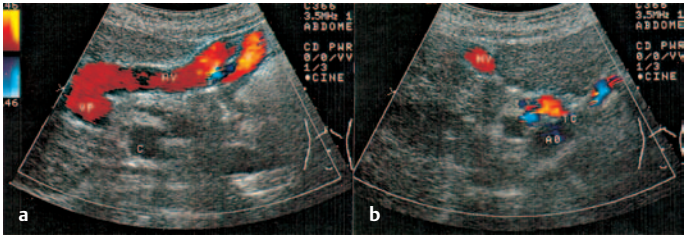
u. b Rekanalisierte Nabelvene/Paraumbilikalvene (NV), ausgehend vom umbilikalen linken Pfortaderast (VP), FKDS: Portosystemische Kollaterale über periumbilikale Konvolute („caput medusae“), in der Regel zur V. iliaca dextra oder sinistra. a Hoher Oberbauchlängsschnitt. b Subkostaler Schrägschnitt rechts. AO = Aorta, TC = Tr. coeliacus, C = venöser Konfluens
